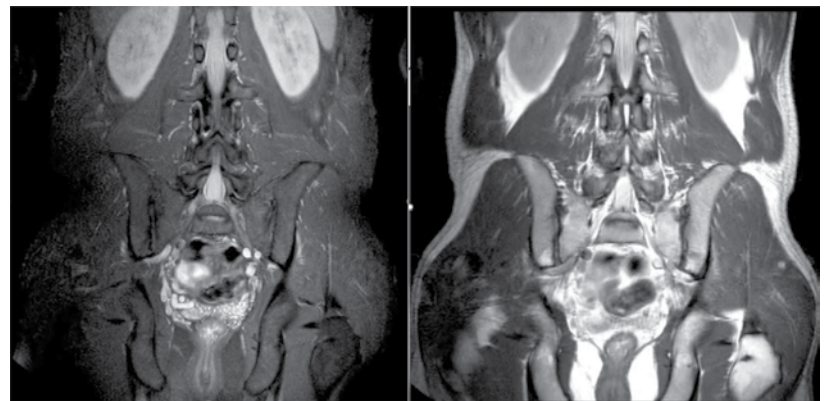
Магнитно-резонансная томограмма КПС пациента И. в режиме T2 через три месяца (прослеживаются признаки усиления жировой дегенерации, несмотря на полный регресс активного воспаления (остейта) в режиме жироподавления)
